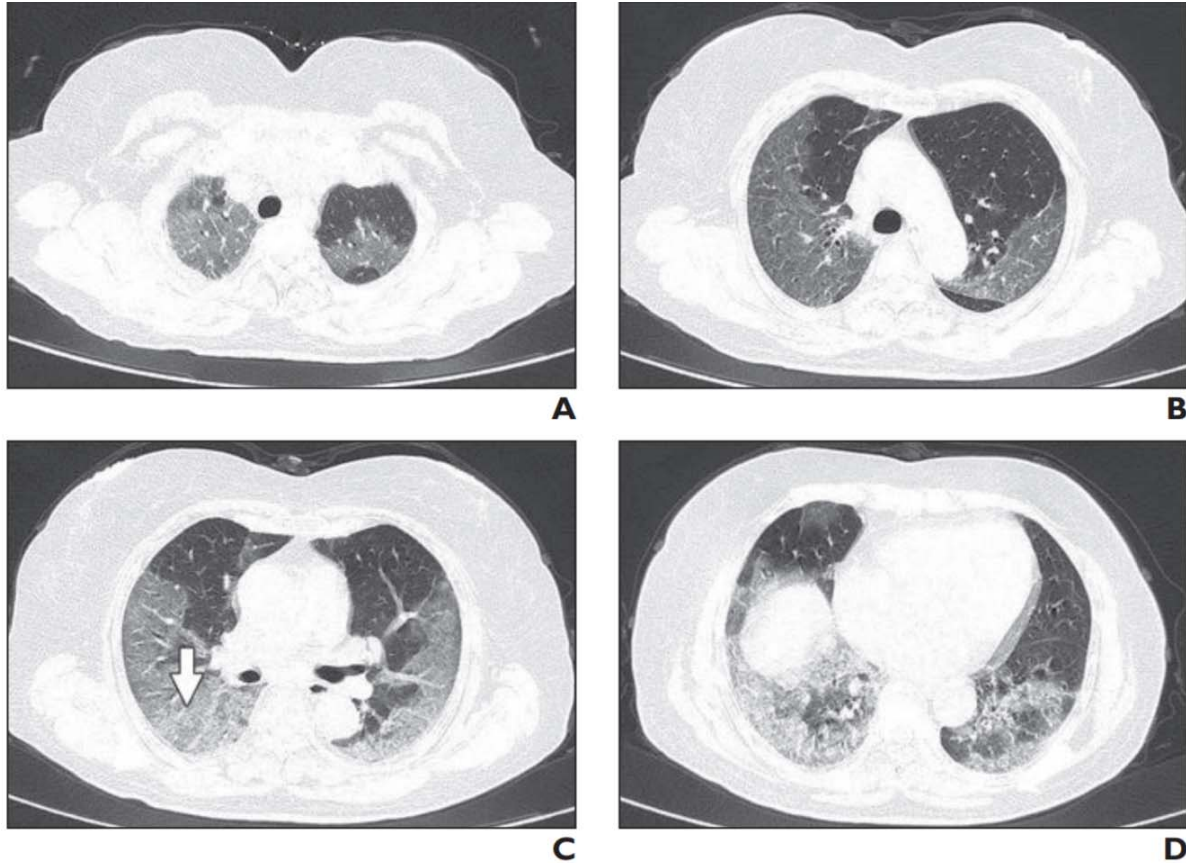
63-year-old woman with confirmed coronavirus disease (COVID-19), severe type. Patient had long-term exposure history to Wuhan and onset symptoms of fever and cough. CT was performed 1 day after admission. A–D, CT images show bilateral diffuse ground-glass opacities and reticulation (*arrow, C*). CT involvement score is 18.
